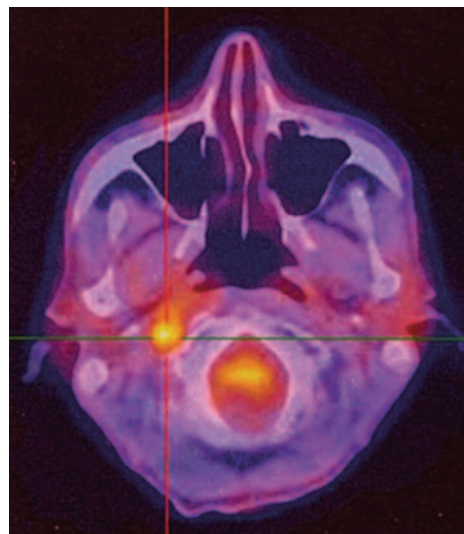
Scansione TC-PET. Patologica concentrazione del radiofarmaco nella sede del residuo patologico evidenziato dall'esame RM.
